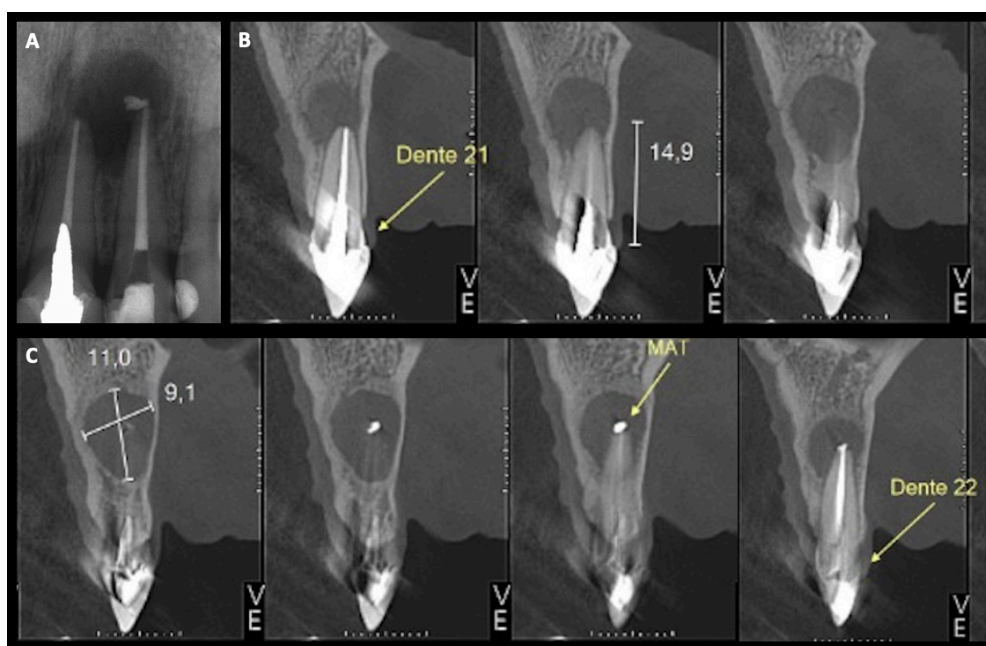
Radiografia inicial evidenciando área radiolúcida na região periapical dos dentes 21 e 22 e extravasamento de material obturador no dente 22 (A). Cortes sagitais de TCFC mostrando as mensurações da lesão e a corticais ósseas vestibular e palatina preservadas (B).
